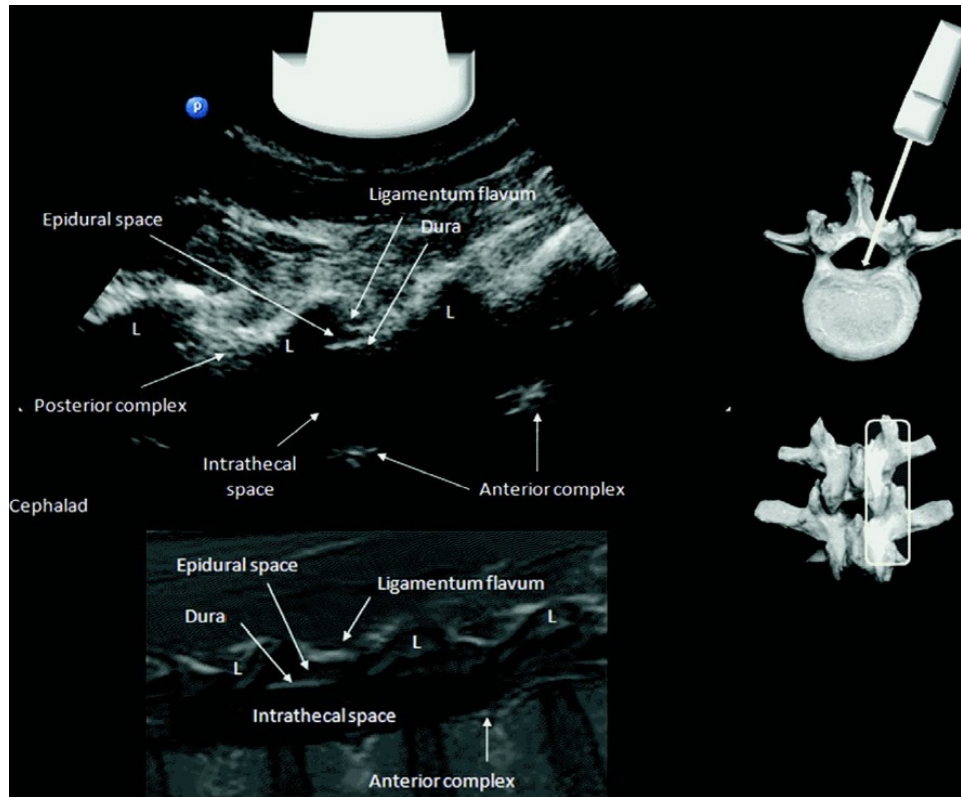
Paramedian sagittal oblique view of the lumbar spine and corresponding magnetic resonance imaging scan (T1-weighted). The laminae (L) are visible in cross-section as sloping hyperechoic lines with acoustic shadowing beneath. The ligamentum flavum, posterior epidural space, posterior dura, and intrathecal space are visible between the laminae. Deep to the intrathecal space lie the anterior dura, anterior epidural space, posterior longitudinal ligament, and the posterior aspect of the vertebral body; these usually appear as a single hyperechoic structure, the anterior complex. The ligamentum flavum, posterior epidural space, and dura cannot always be distinguished from one another and may appear as a single hyperechoic structure, the posterior complex. (Reprinted with permission from <http://www.usra.ca> and Chin et al.)
